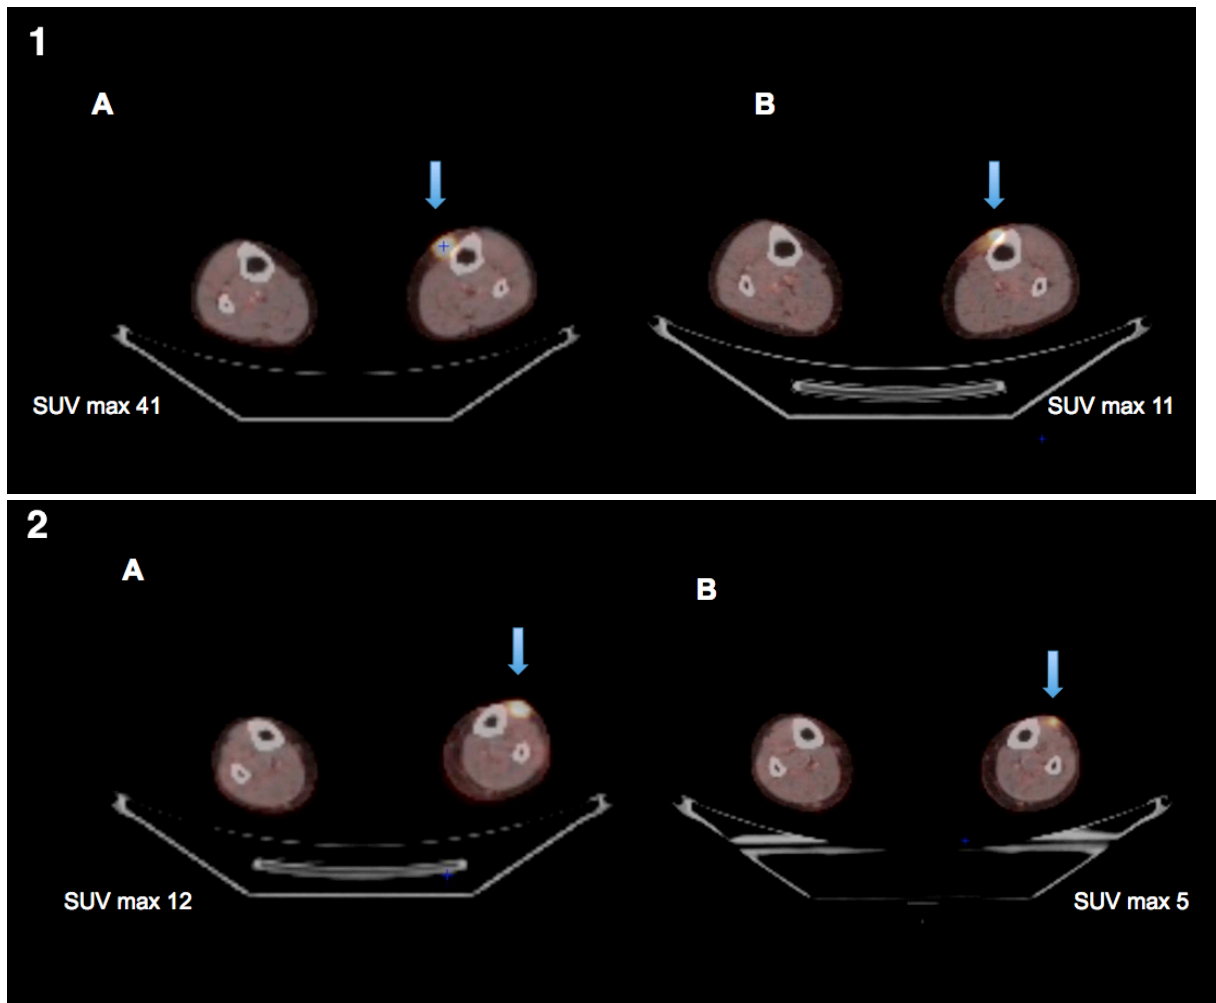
Réponse au TEP-18FDG de la patiente 5
